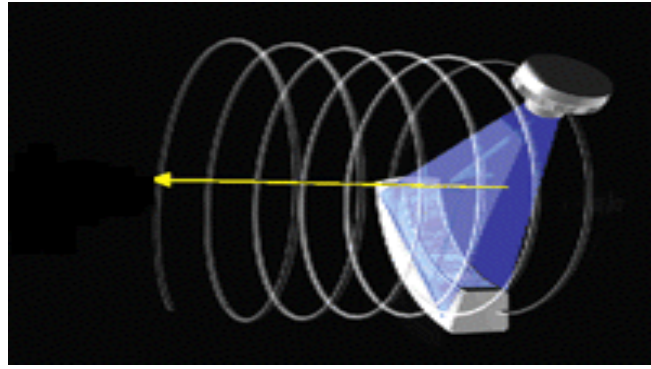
Beşinci jenerasyon BT cihazının şematik görünümü
